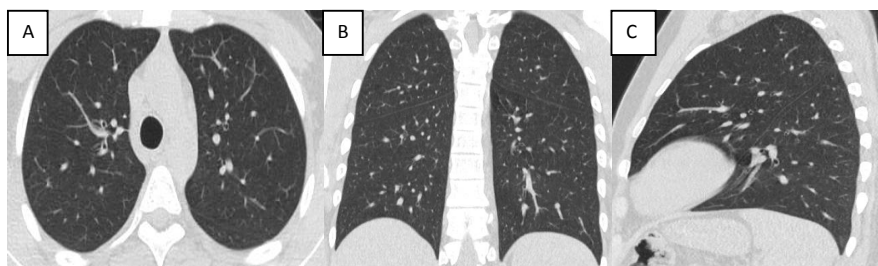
Больной Г, 25 лет. КТ ОГК. А – аксиальный, В – коронарный, С- сагиттальный срезы. Признаков бронхолегочной патологии не выявлено.
